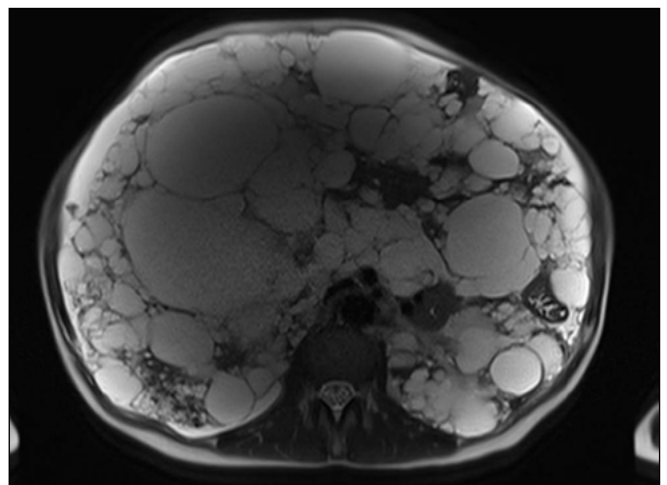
Corte axial RMN abdominal: páncreas difícilmente valorable por gran contenido quístico.
